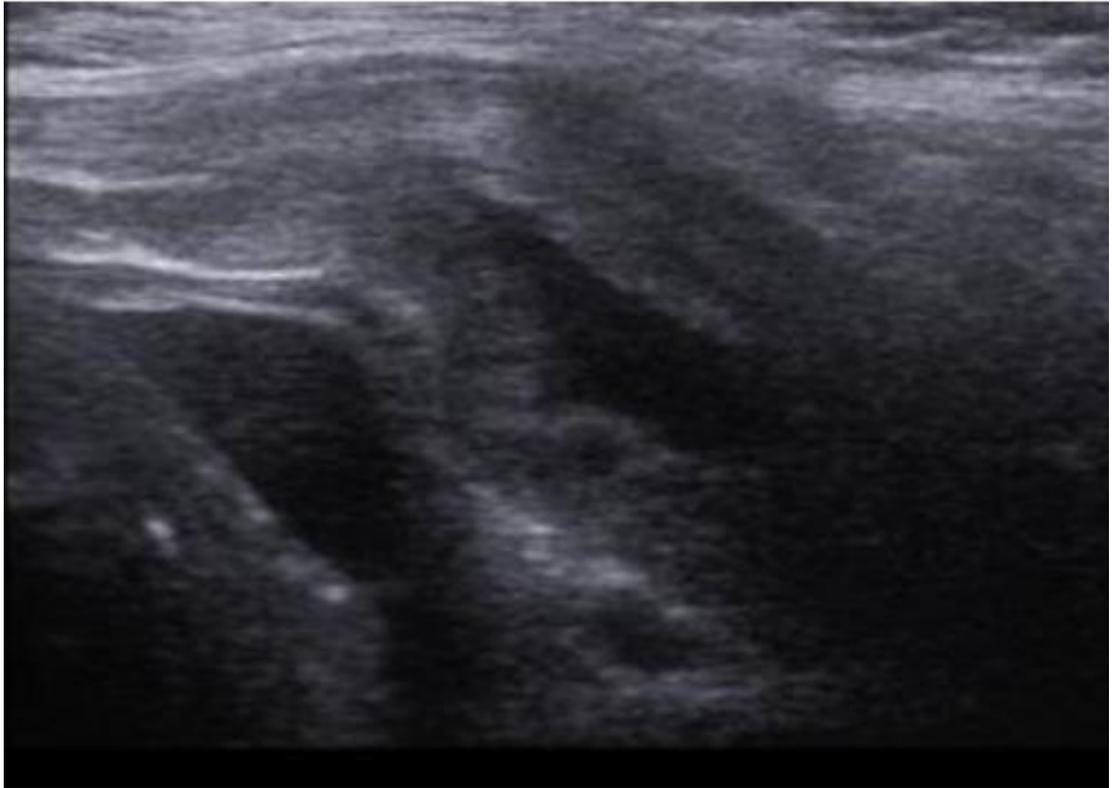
УЗИ снимок лонного сочленения.
